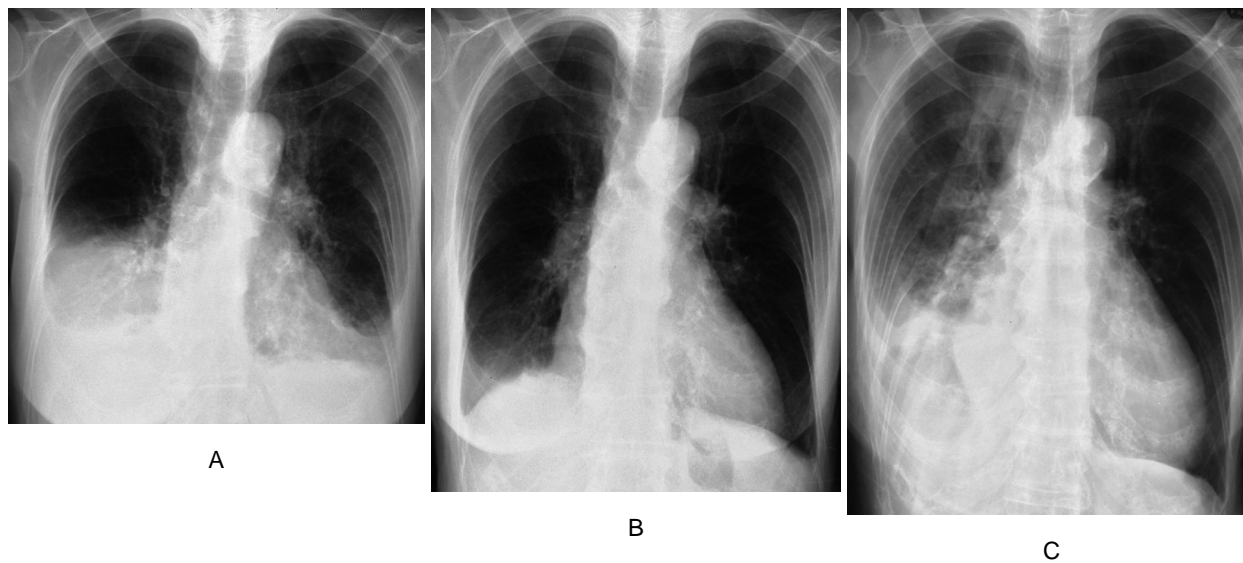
Serial changes of chest radiography
